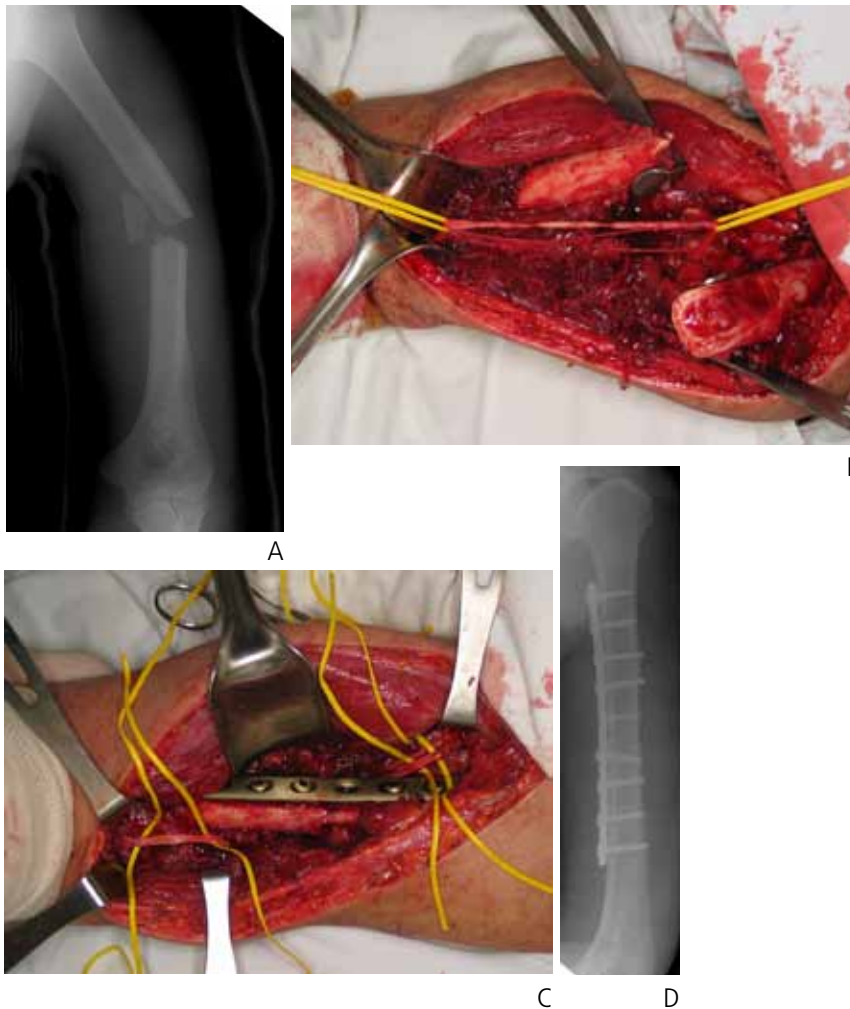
Radial nerve palsy with transverse humeral shaft fracture showing distracted fracture gap. (A) Preoperative radiograph. (B) Long distracted radial nerve injury. (C) After nerve repair and bone fixation. (D) Postoperative radiograph.
